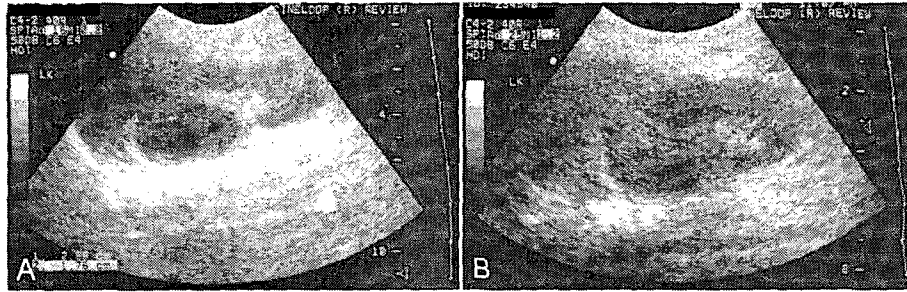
Ultrasonography findings. On admission (A), swelling of the left renal parenchyma was demonstrated especially in the upper pole. An irregularly shaped hypoechoic lesion of 2.54×1.87 cm was found in the upper pole of the left kidney. On discharge (B), there shows disappearance of fluid collection in the upper pole of left kidney with improvement of the renal abscess.
